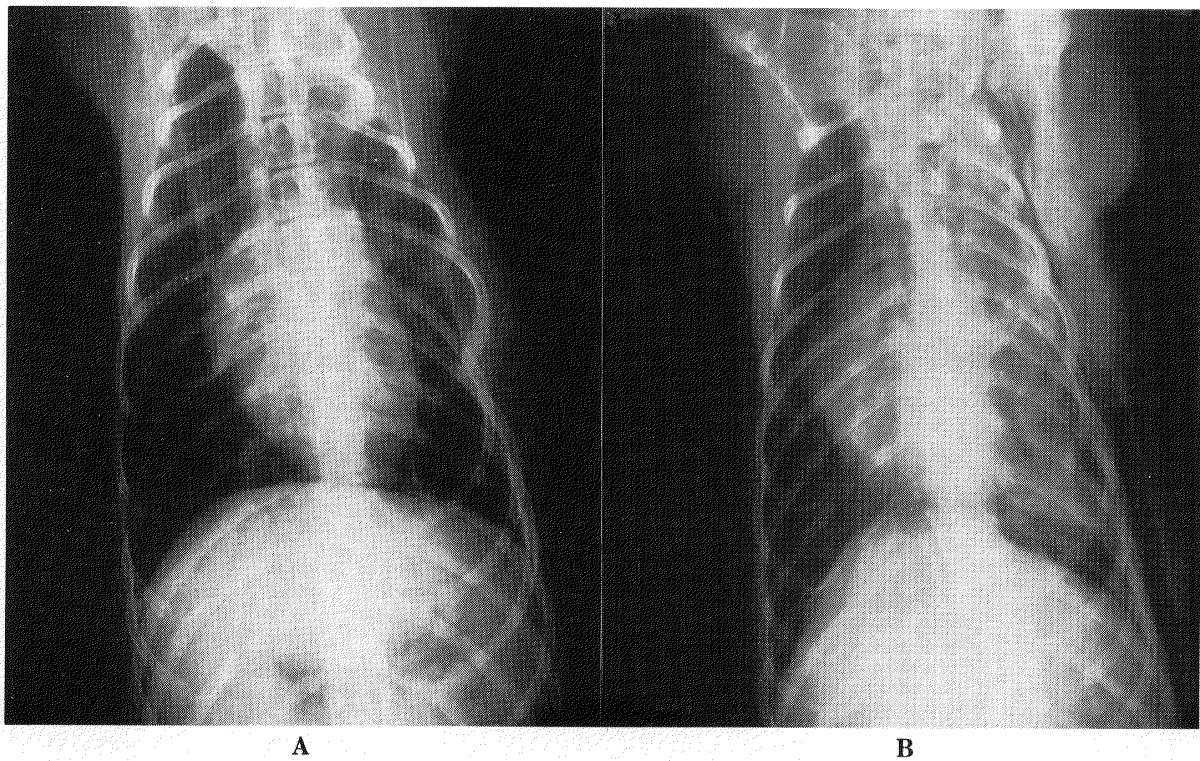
Thoracic roentgenograms at 3 days.
